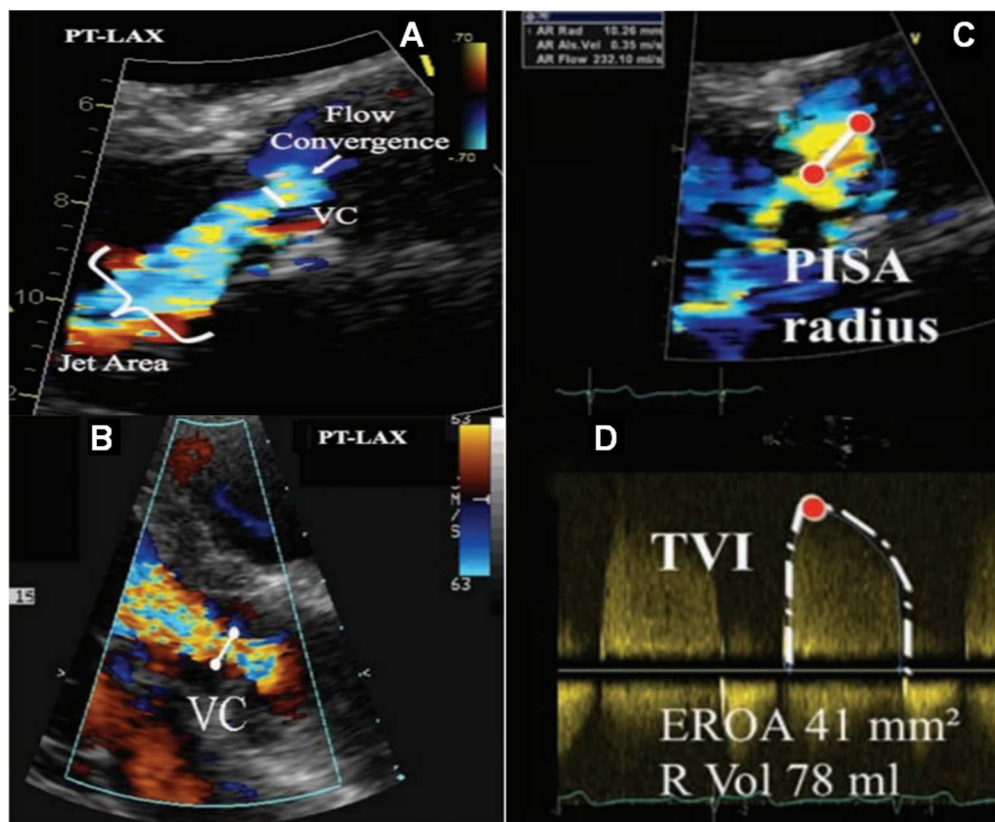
Évaluation échocardiographique multiparamétrique de la sévérité hémodynamique de l'insuffisance valvulaire aortique.
